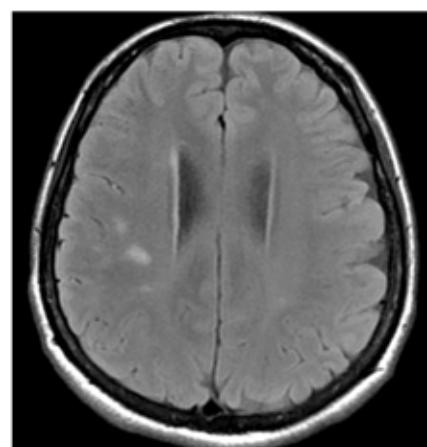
RM axial flair.
